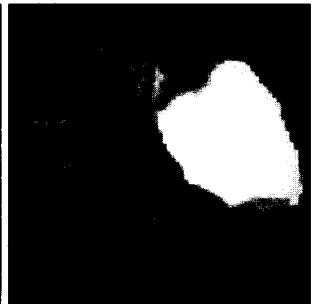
Brain MRI(FLUR) showed Lt. MCA infarction
